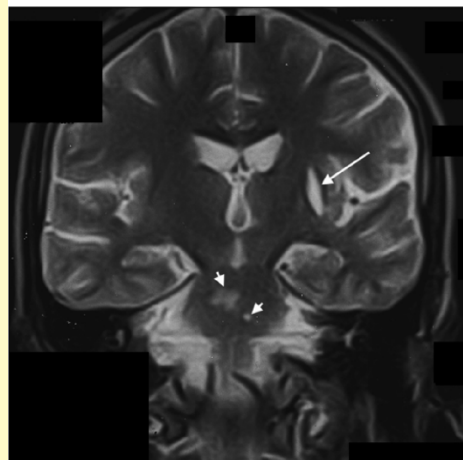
30-year-old man with pontine and left deep gray nucleus involvement. A–C, Midsagittal T1-weighted images (1.5-T system, 2D gradient-refocused echo; TR/TE, 24/9; flip angle, 40°; slice thickness, 8 mm). (A) shows nodular pontine hyposignal (*short arrow*), which displays slight hypersignal on corresponding axial (B) and coronal (C) T2-weighted images (2D fast spin-echo; 4,400/126; slice thickness, 6–7 mm) (*short arrows*). CSF-like hyperintensity is also seen in left putamen (*long arrow, C*).
